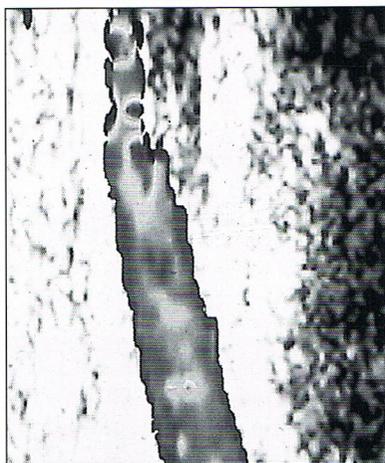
Echotographie-Doppler couleur : dissection du segment V1 de l'artère vertébrale (collection du Dr PJ Touboul).
